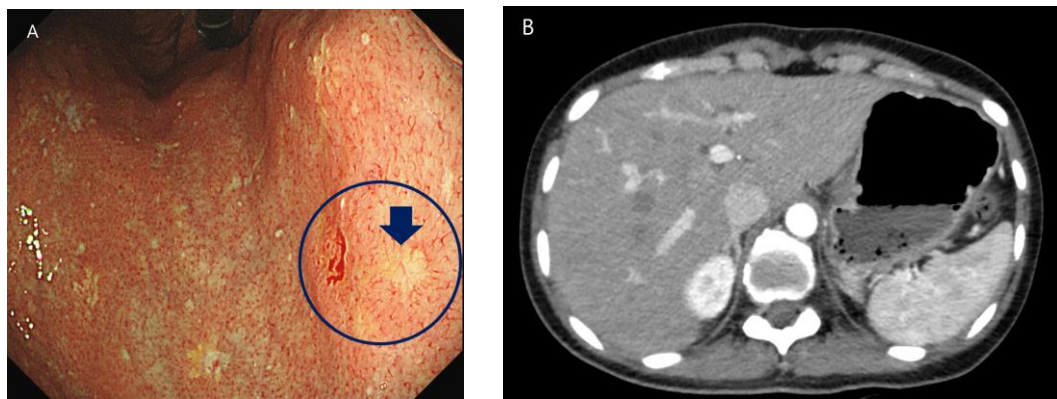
(A) 위체부 소만에 황색 점막에서 위암 진단 (B) 복부전산화 단층 촬영상 전이 없음
